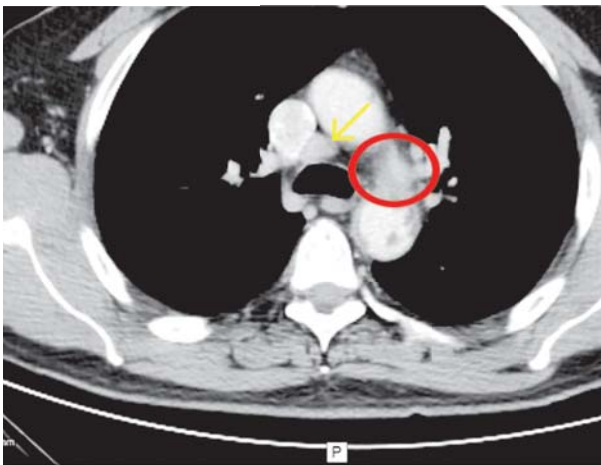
Tomografía torácica corte axial. Se evidencia el compromiso del cayado aórtico previamente señalado (círculo rojo) y múltiples adenomegalias entre 1-1,2 cm paratraqueales bajas, la mayor se señala con la flecha amarilla.
